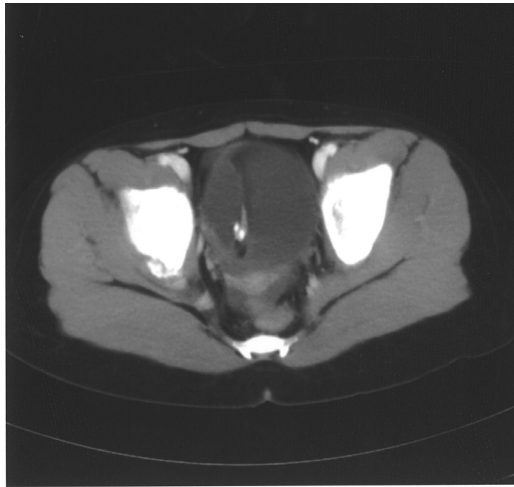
Abdominal CT of the first case, showing a thin walled septated cystic mass, measuring 7cm in diameter, with calcification and fat in pelvic cavity.
